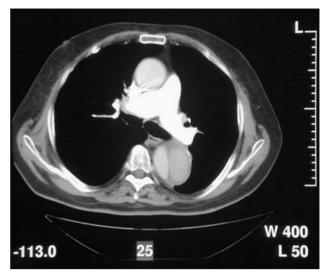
El estudio con tomografía computarizada evidencia un hematoma intramural que afecta a la aorta ascendente y descendente (izquierda). A los 3 meses de seguimiento (derecha), el hematoma de la aorta ascendente se ha reabsorbido totalmente sin dilatación aórtica y ha evolucionado a una disección clásica en la aorta descendente.
